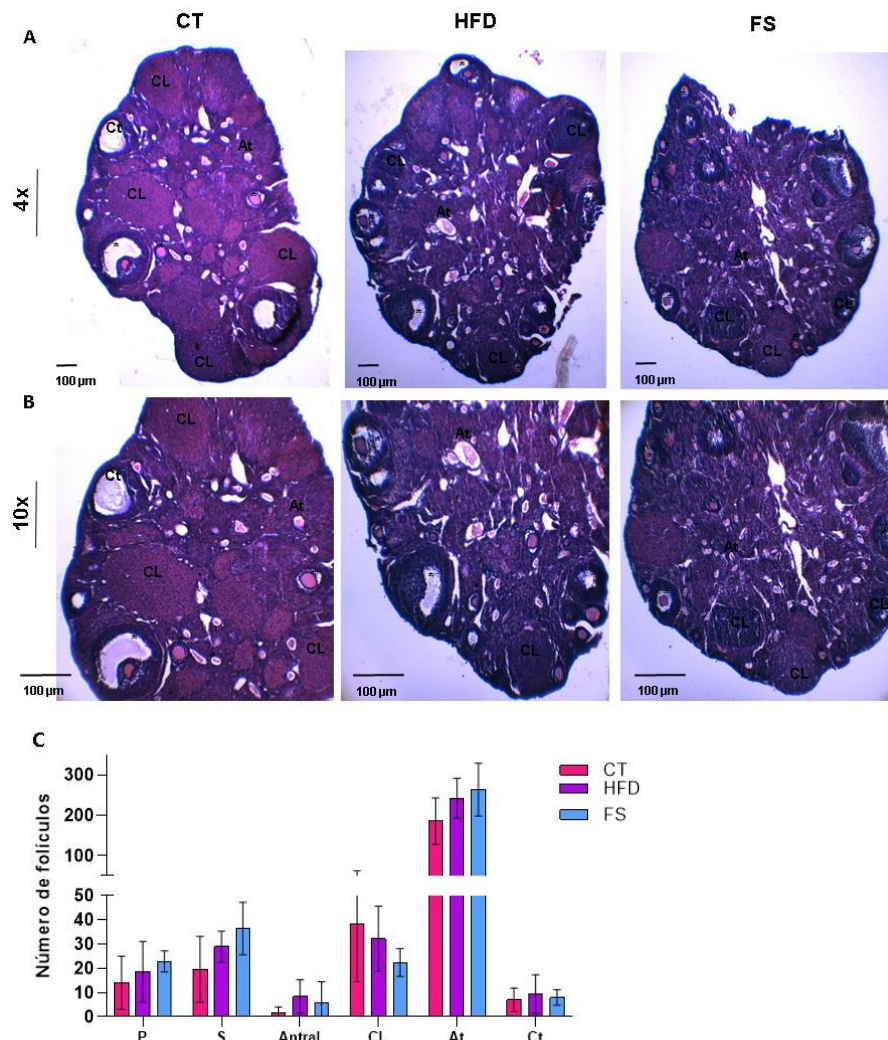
Análise Morfológica do Tecido Ovariano. A. Fotomicrografias representativas do tecido ovariano dos animais experimentais em aumento de 4x. B. Fotomicrografias representativas do tecido ovariano dos animais experimentais em aumento de 10x. C. Média de folículos contados em diferentes estágios de desenvolvimento, multiplicados pelo total de cortes para CT (n=5), HFD (n=5) e FS (n=5). A indicação de “*” nas imagens indicam folículos em diferentes estágios de desenvolvimento. P = Folículo primário, S = Folículo secundário, CL = Corpo lúteo, At = Folículos atresicos e Ct= Cistos ovarianos.
